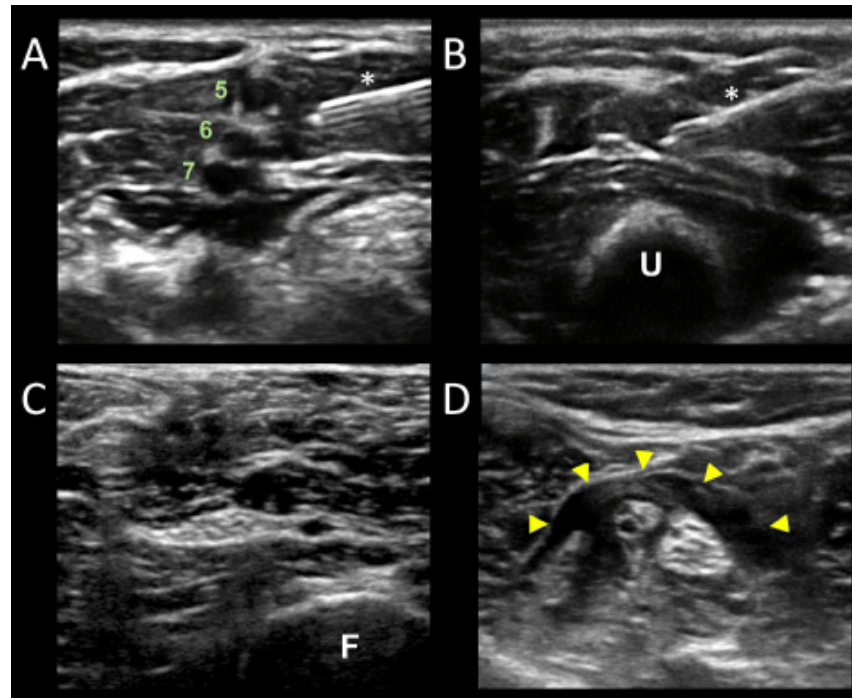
visualisation et infiltration des plexus et nerfs périphériques par échographie. A : Bloc interscalénique, B : Bloc du nerf ulnaire, C : Nerf sciatique sous la fesse, D : Bloc sciatique poplité (composantes fibulaire et tibiale infiltrées). 5-6-7 : racines C5, C6 et C7 (ronds noirs), * : aiguille, U : ulna, F : fémur, triangles jaunes : anesthésique local
